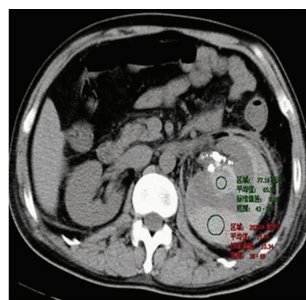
左肾栓塞术后第 8 天 CT 提示再次出血
